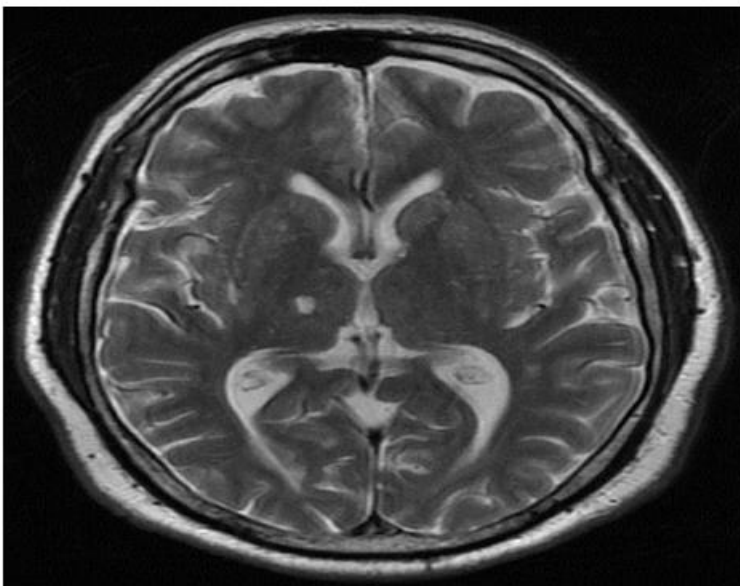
Corte axial de resonancia magnética nuclear cerebral. *Fast Spin Echo* (FSE) potenciado en T2.
